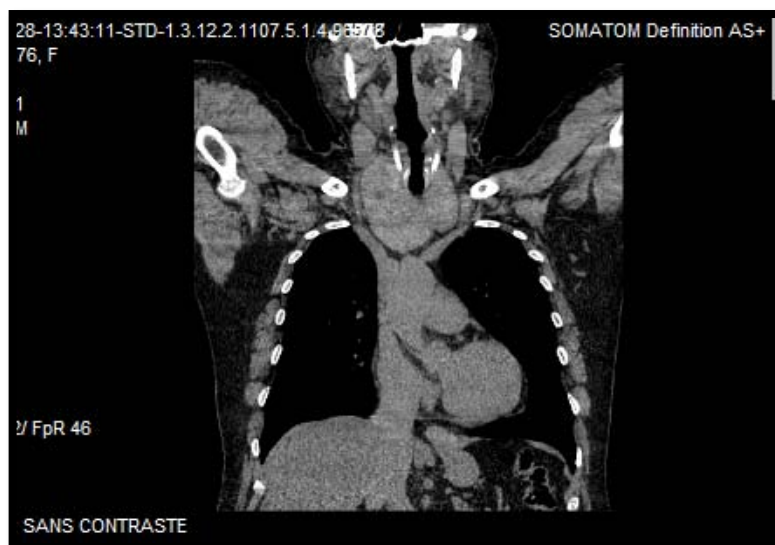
TDM cervico-thoracique en coupe coronale sans injection de PC montrant un goitre plongeant (iconographie du service)
